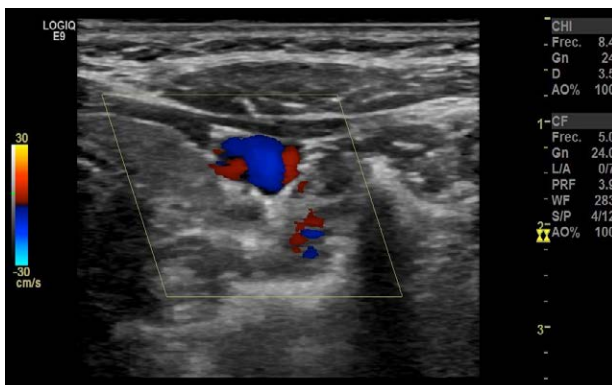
Eco doppler de vasos de cuello: lado izquierdo arterias carótidas común, interna y externa disminuidas de calibre, con engrosamiento parietal y mínimo flujo Doppler intraluminal.
